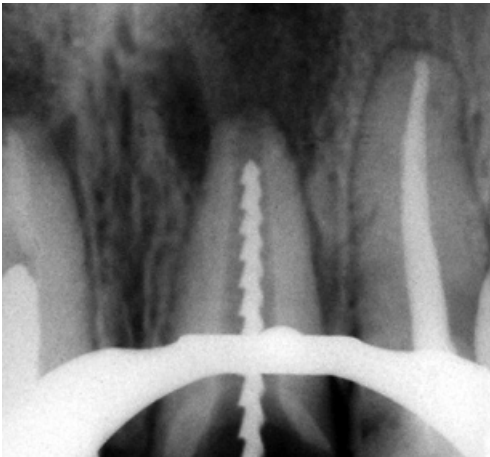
Radiografia que mostra esvaziamento do canal radicular do dente 21
